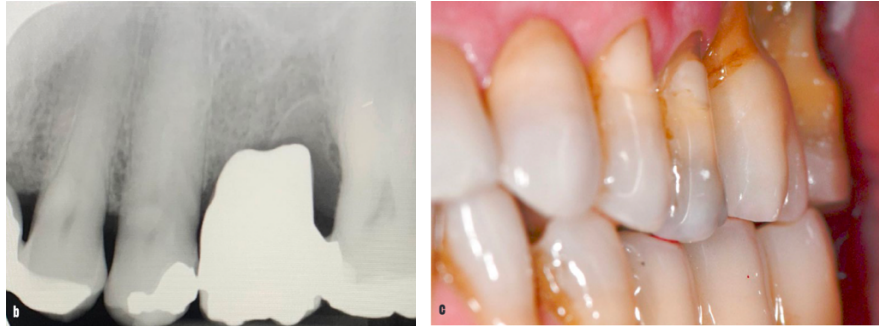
Radiographie et photographie post-opératoires du remplacement de la PMP maxillaire gauche (26) (Attal et al., 2023a).
